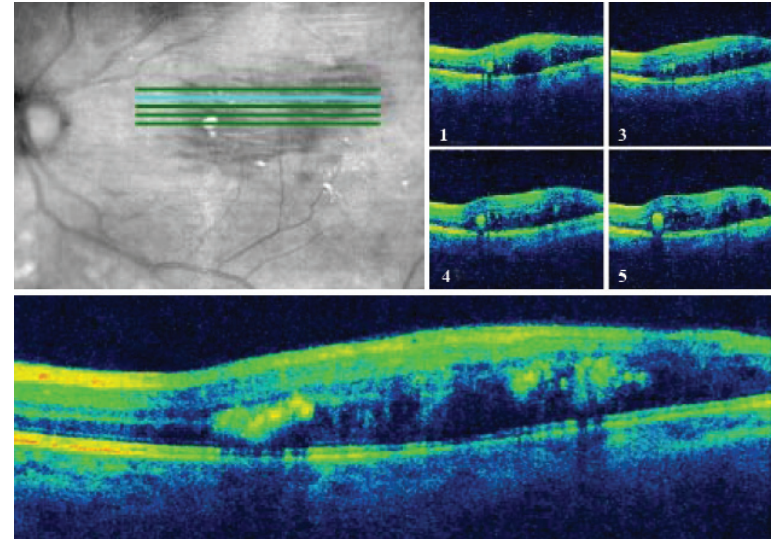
Optik Koherans tomografide sağ gözde subretinal sıvı, intraretinal sert eksudalar, kistoid makula ödemi ve IS/OS bandı düzensizliği, retina pigment epitel seviyesinde yumru ('lumpy-bumpy') kontur, lezyon ile uyumlu bölgede koroid retina kompleksinde elevasyon ve optik gölgelenme görünümü.
